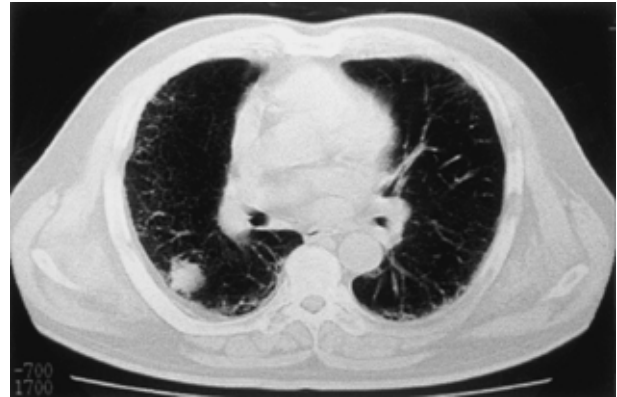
Chest CT scan on admission showed a 2.8 × 2.5 cm mass in right S².
